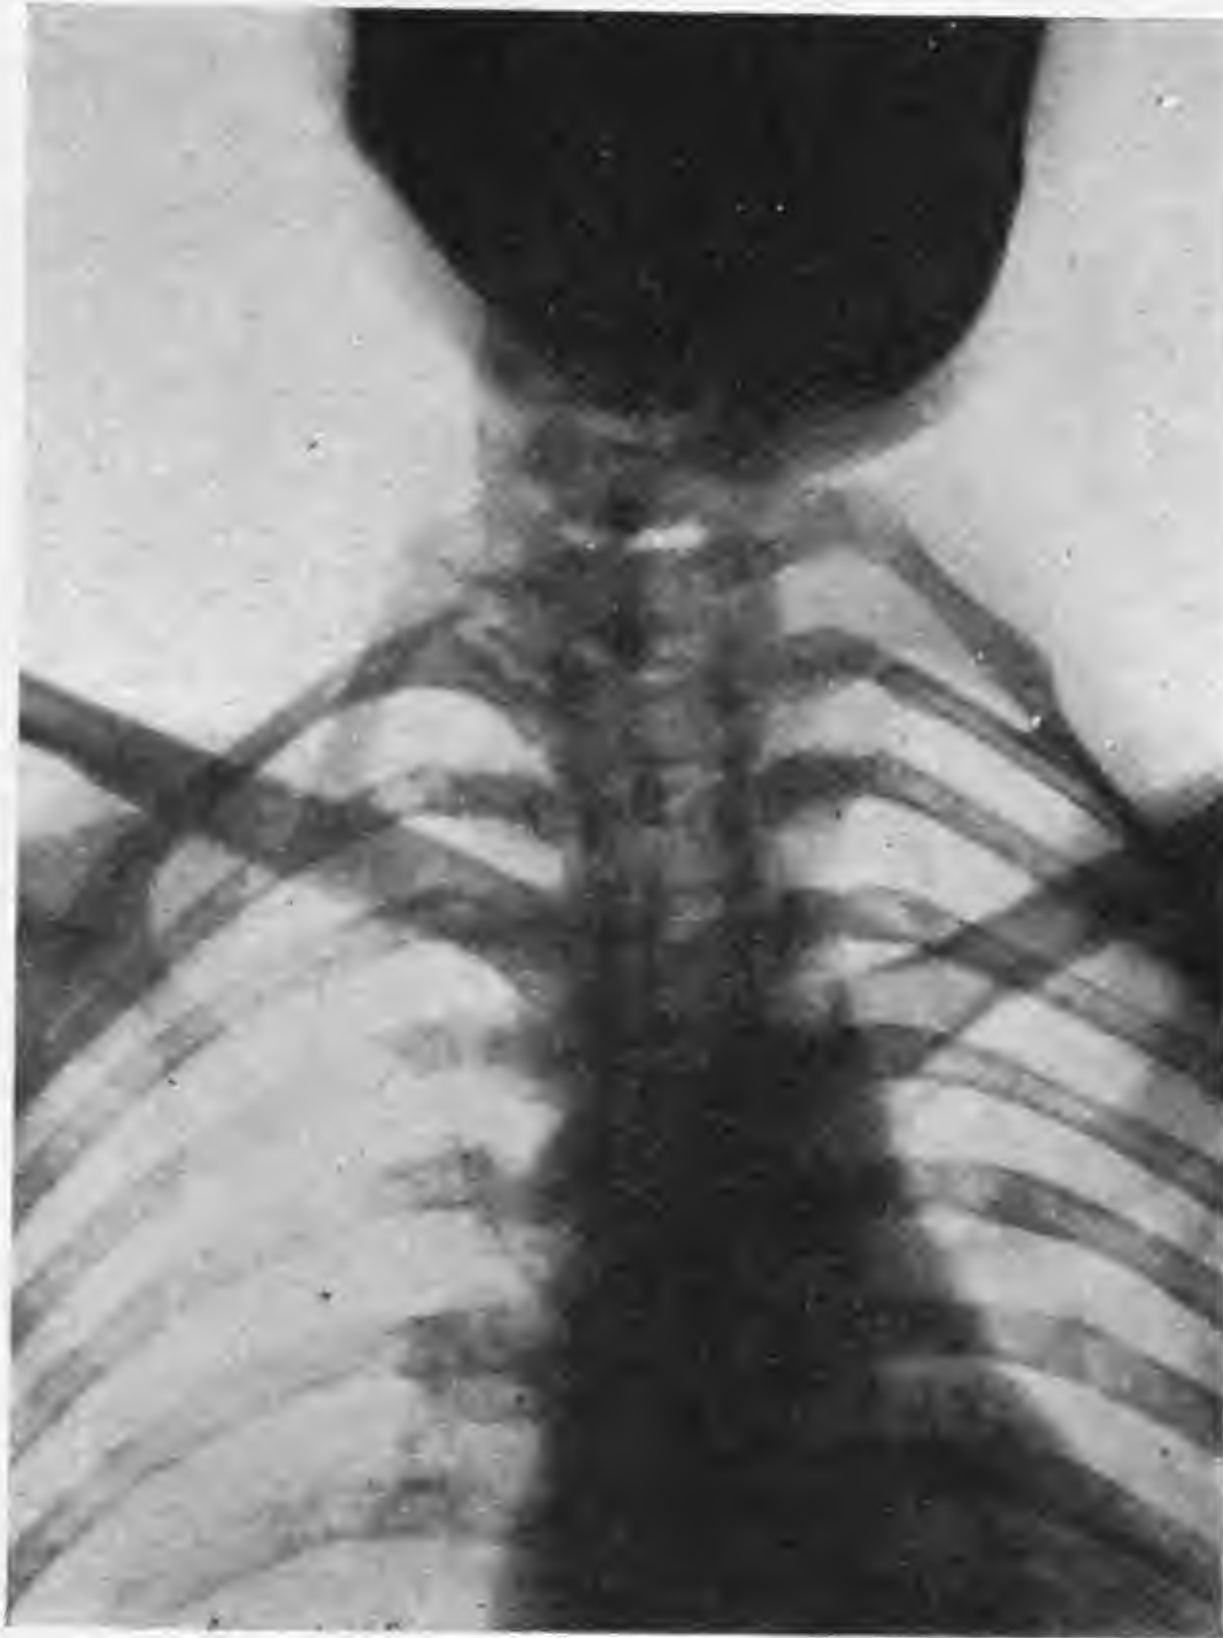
Immagine radiografica prima dell'atto operativo.
